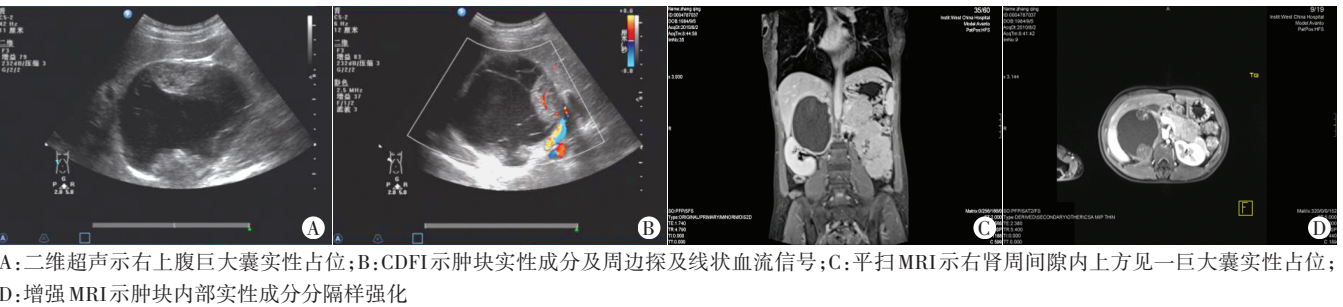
病例 2,女,26 岁,右侧腹膜后 EES 超声及 MRI 图
